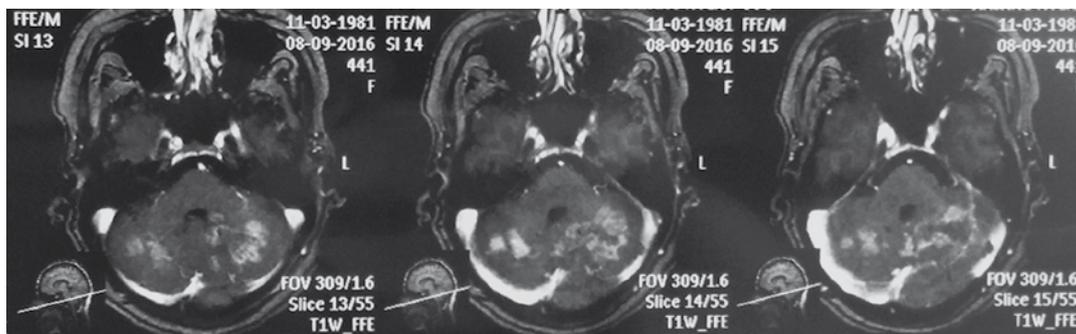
МРТ пациентки А., 35 лет, при поступлении в нейроинсультное отделение
